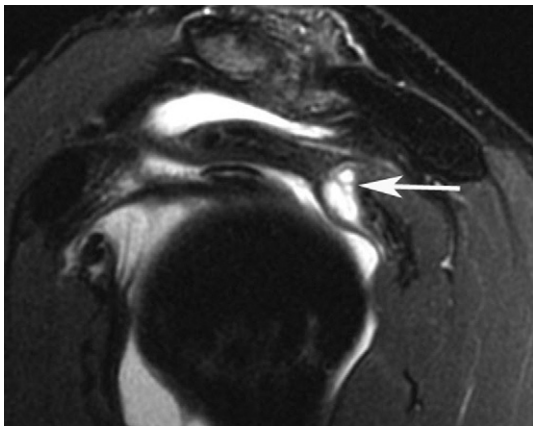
Kyste de l'infraépineux (flèche) chez un patient de 49 ans. Coupe sagittale en arthro-IRM.
